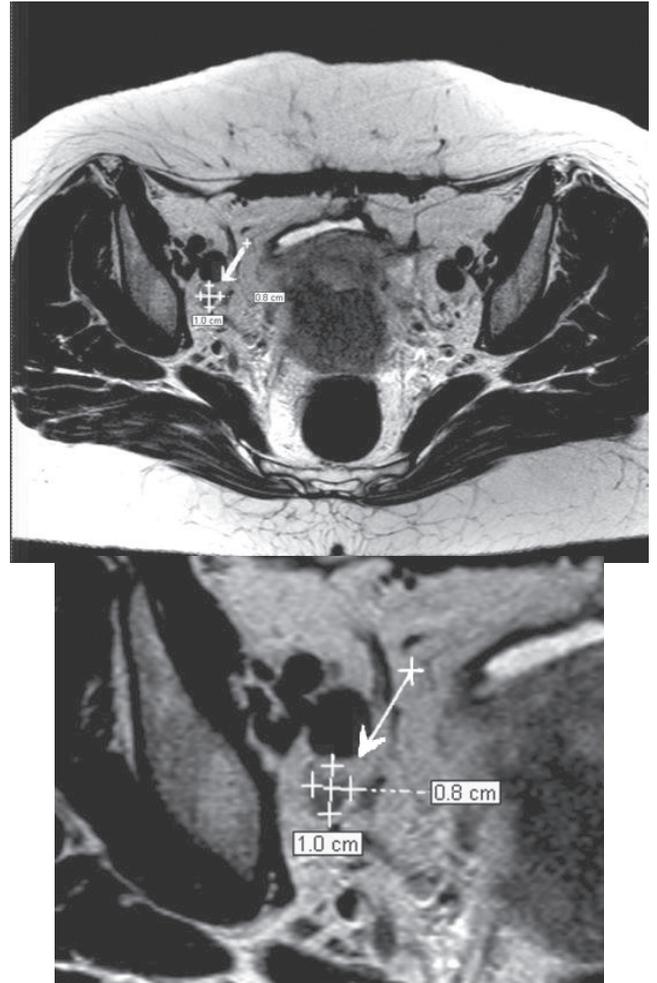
МРТ области таза пациентки с РШМ pT1N1M0: Т2-ВИ, аксиальная плоскость сканирования. Тазовый ЛУ с метастатическим поражением: размер по короткой оси — 0,8 см, округлая форма (соотношение размеров по длинной и короткой оси 1/0,8; ИК — 1,25)
